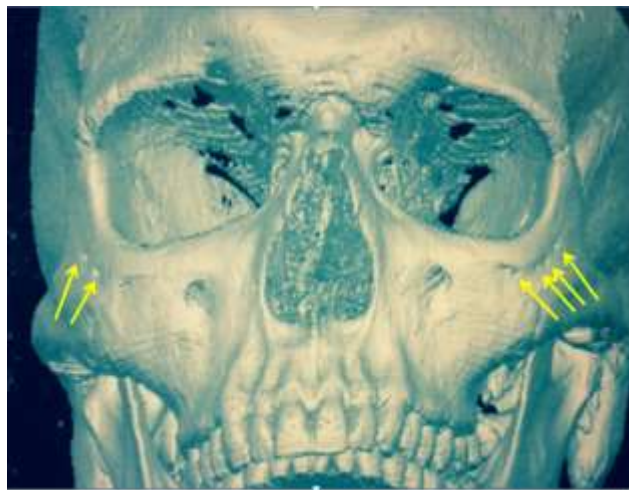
Комп'ютерна томограма лицевого черепа в 3- D реконструкції. Мезоцефалічний тип будови черепа. Отвори на лицевій поверхні виличних кісток показано стрілками
